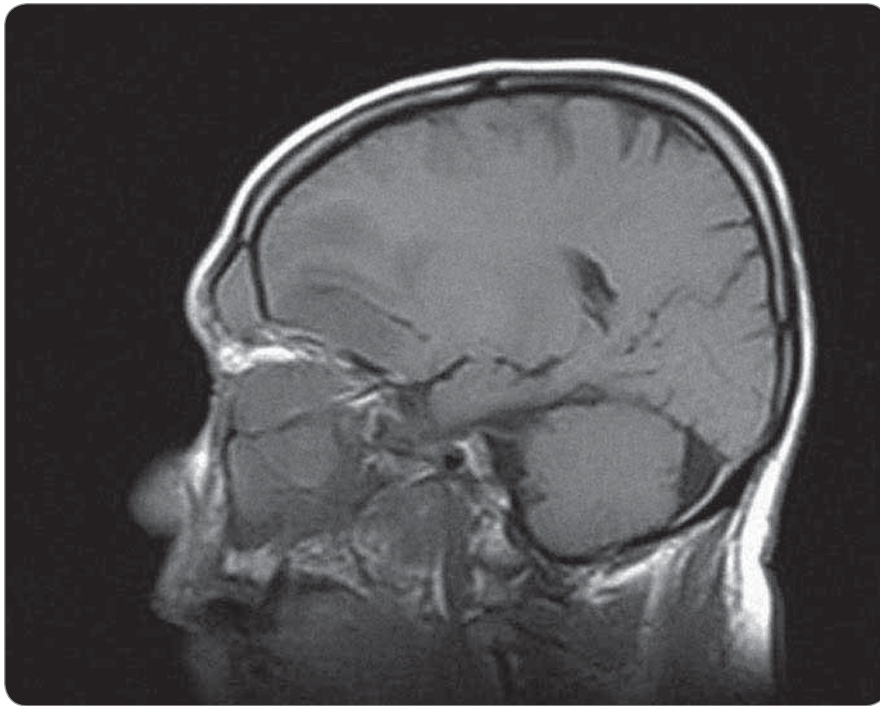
MRI scan in the sagittal plane showing intranasal and intracranial spread of the tumour.
